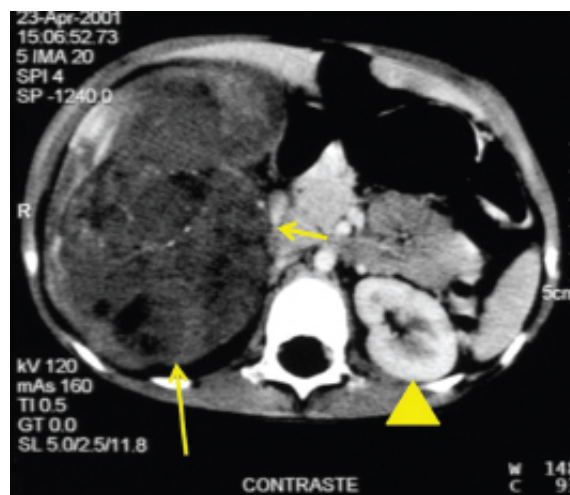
Tumor de Wilms em tomografia computadorizada do abdome com contraste intravenoso evidenciando massa heterogênea renal direita com perda da arquitetura do rim (*seta*). Rim esquerdo normal (*ponta de seta*).
